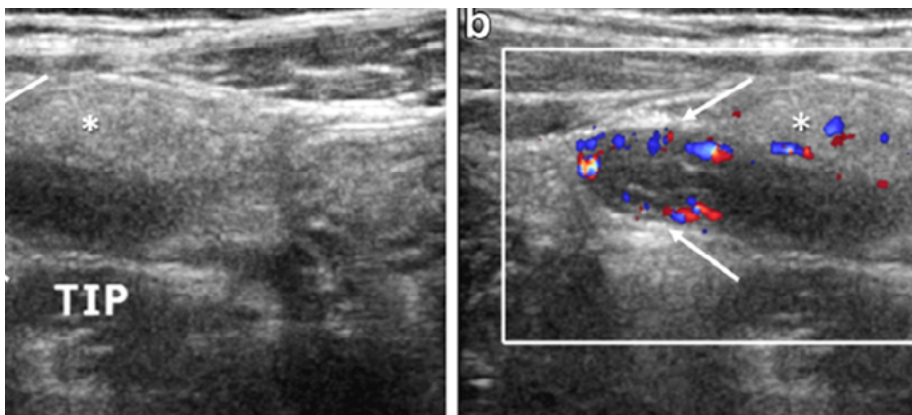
Ecografía de apendicitis de la punta. a: Apéndice distal engrosado. b: Eco Doppler color que muestra hiperemia en la punta del apéndice. Fuente: Gongidi P., et al., *Pediatr Radiol*, 2017;47(9):1091-100. Reproducida bajo licencia de Springer Nature
